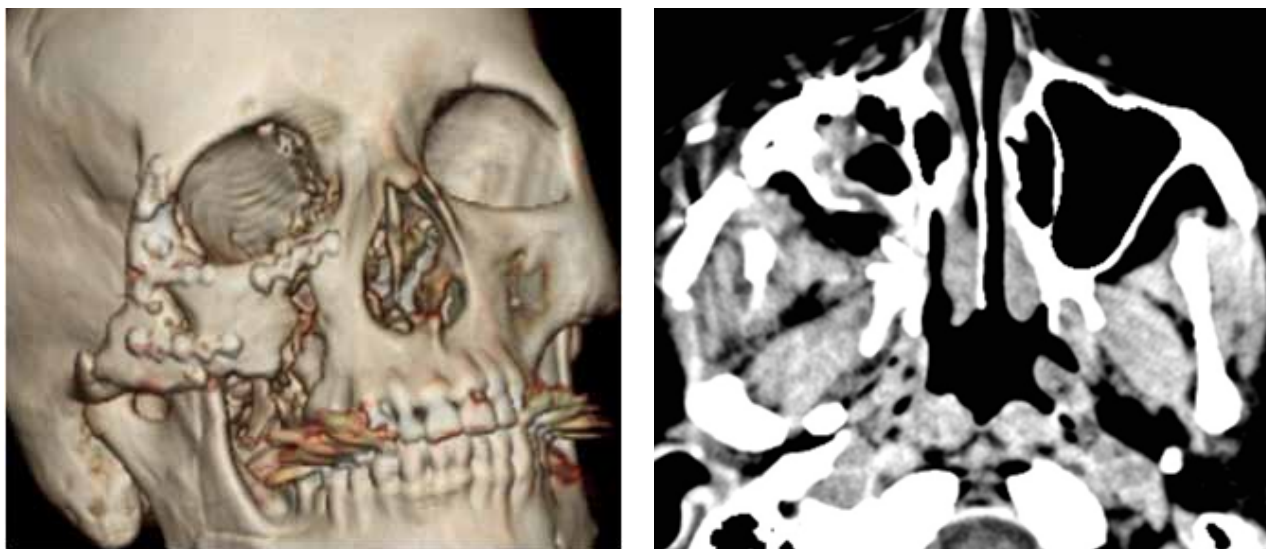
Postoperative CT.A.Three-dimensional reconstruction from CT images rigid fixation, B.axial CT scan demonstrating restoration of zygomaticofrontal and infraorbital rim.
